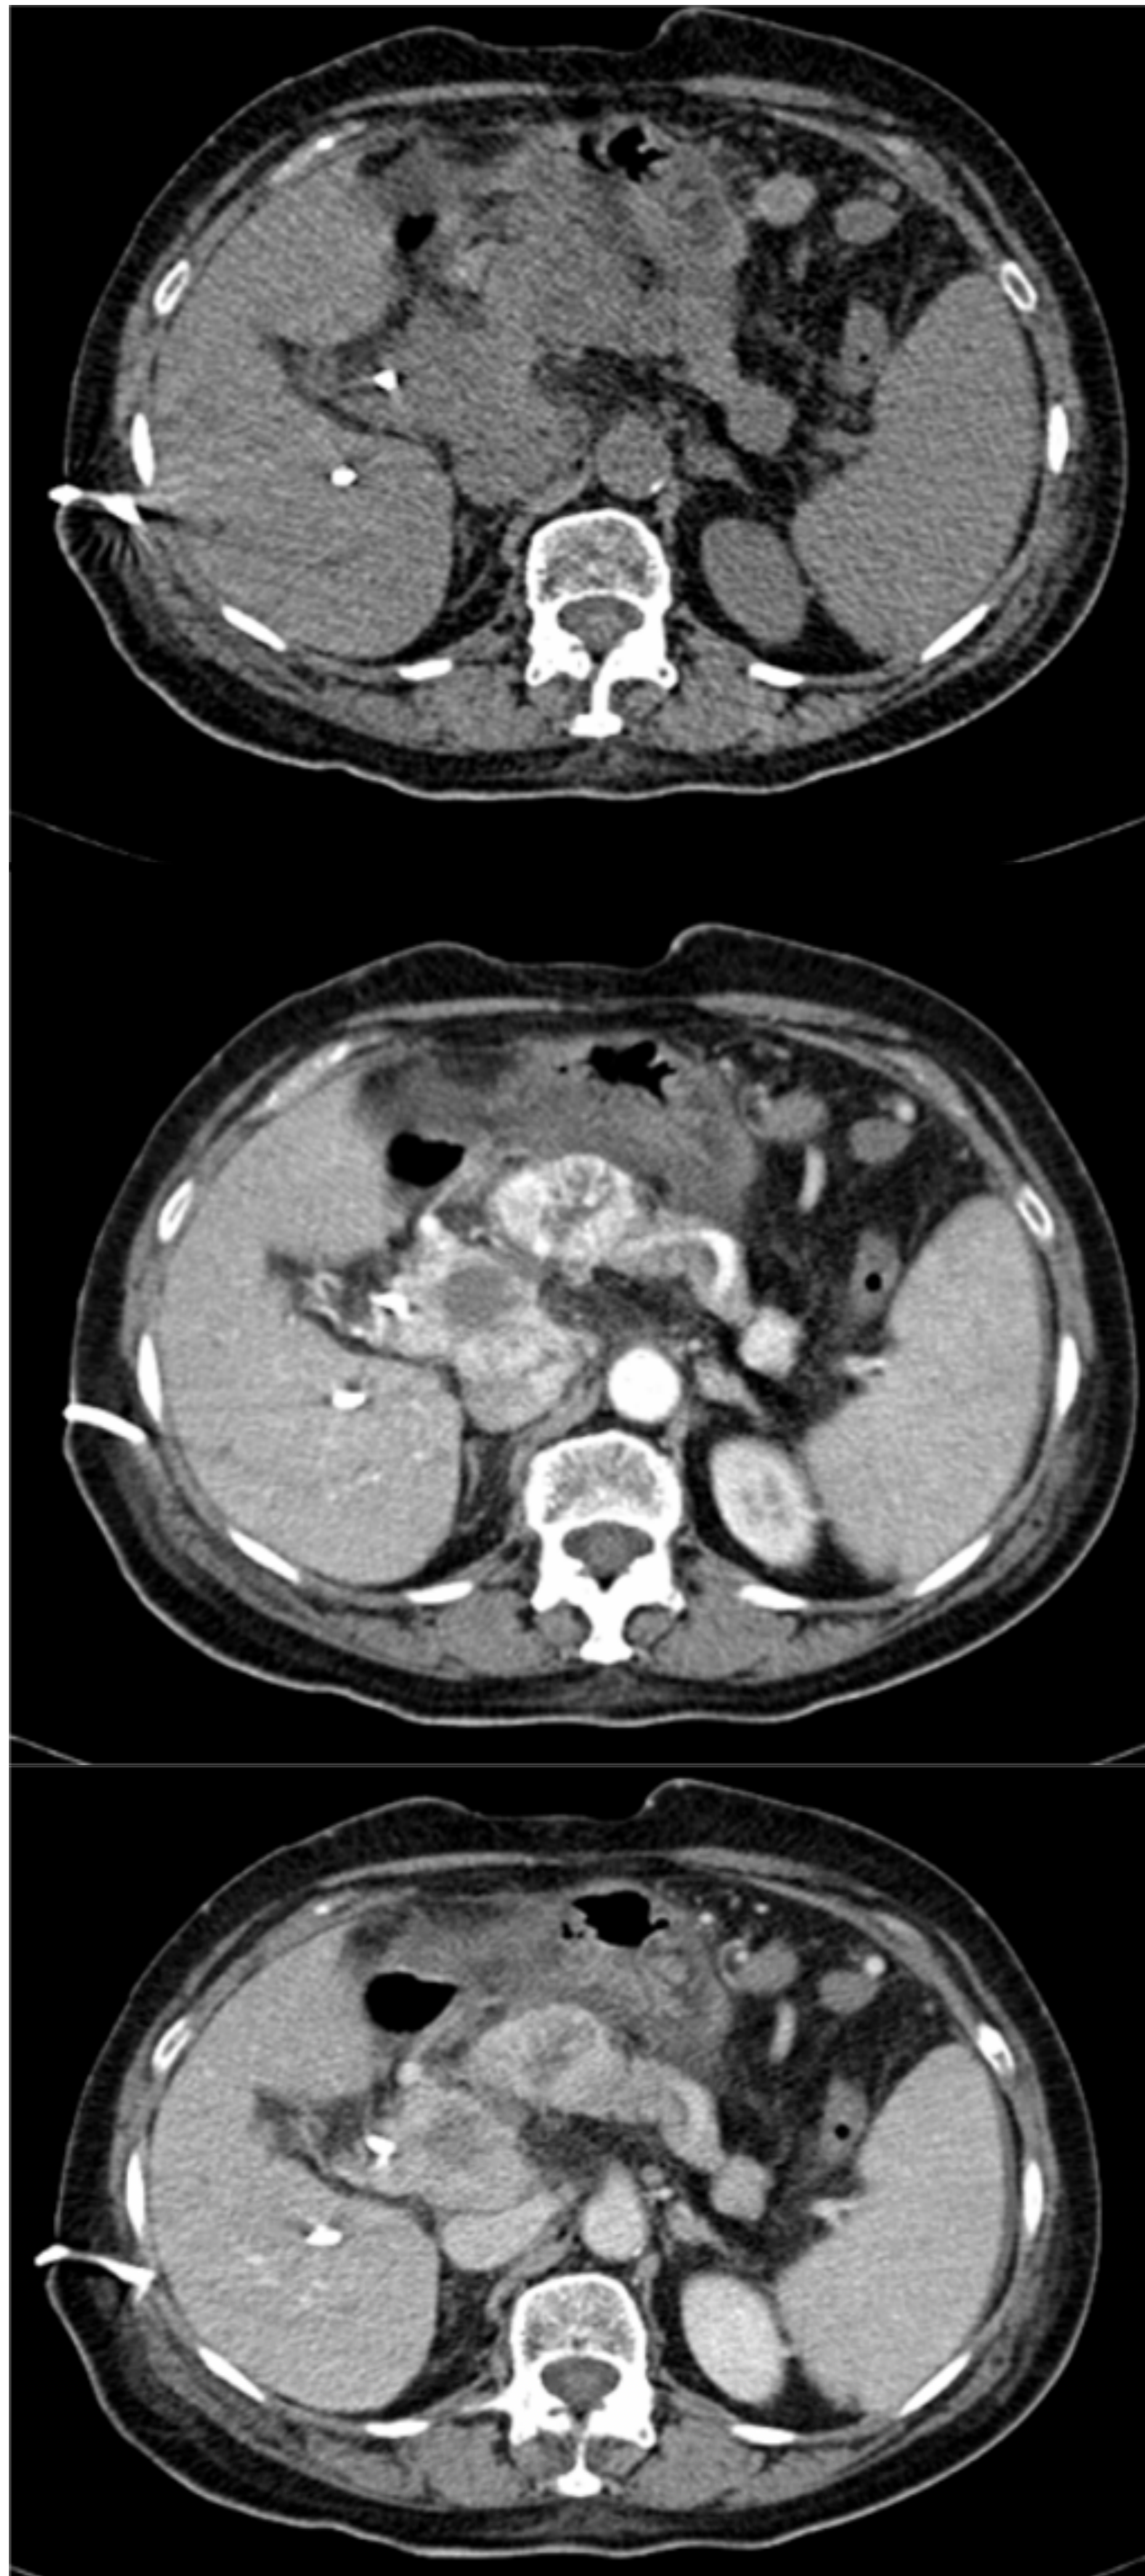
Paciente con CCR en el riñón derecho y nefrectomía ipsilateral con metástasis pancreática 10 años después. TC sin CIV (a), con CIV en fase arterial (b) y fase venosa portal que muestra lesiones hiperdensas en la cabeza, cuerpo y cola pancreáticas. Las dos primeras son heterogéneas con necrosis central.
